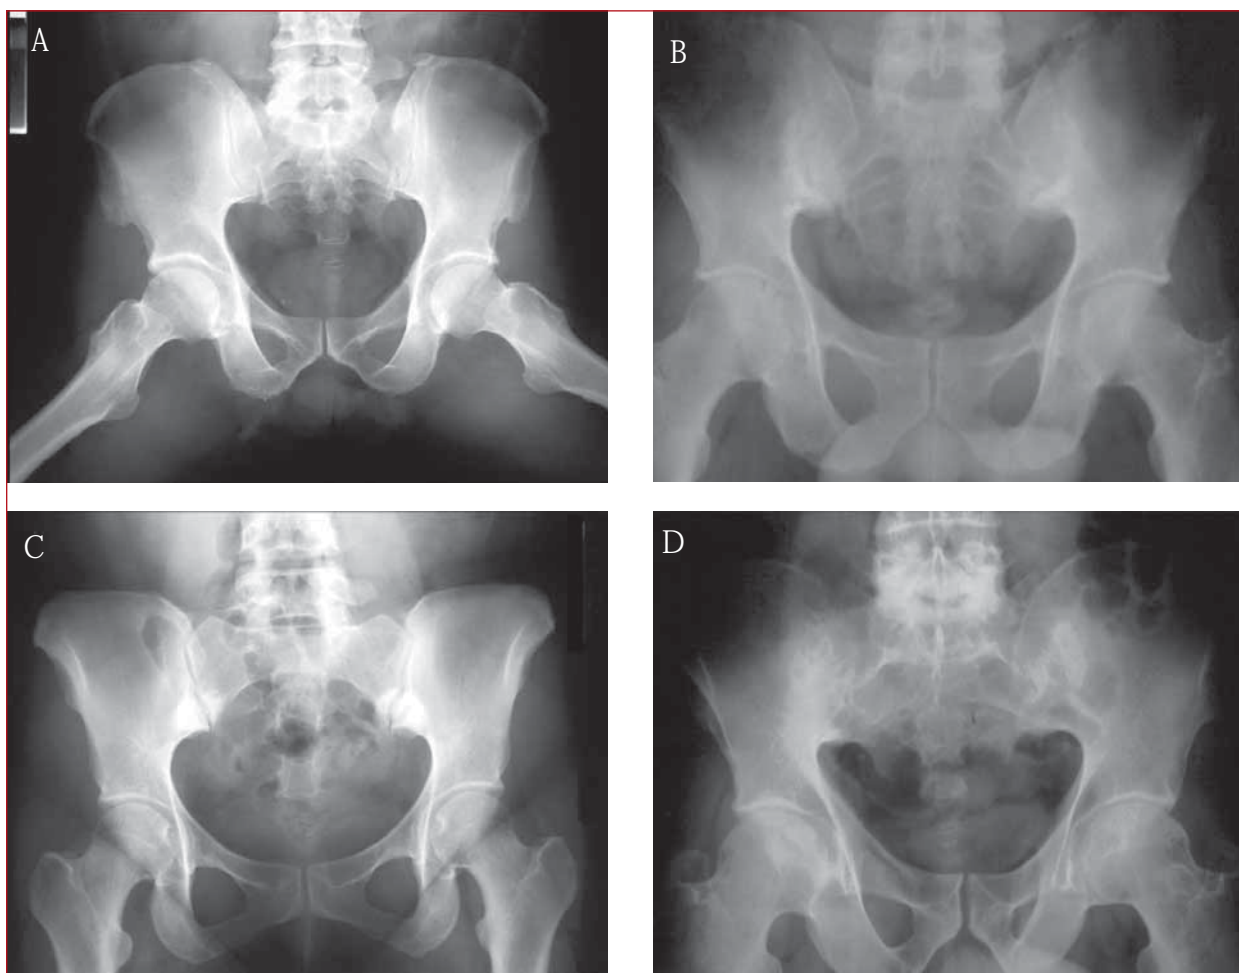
(A) Radiografia de bacia: sacroilíacas normais. (B) Radiografia de bacia: sacroiliíte grau 2. (C) Radiografia de bacia: sacroiliíte grau 3. (D) Radiografia de bacia: sacroiliíte grau 4. Ver definições no texto.
